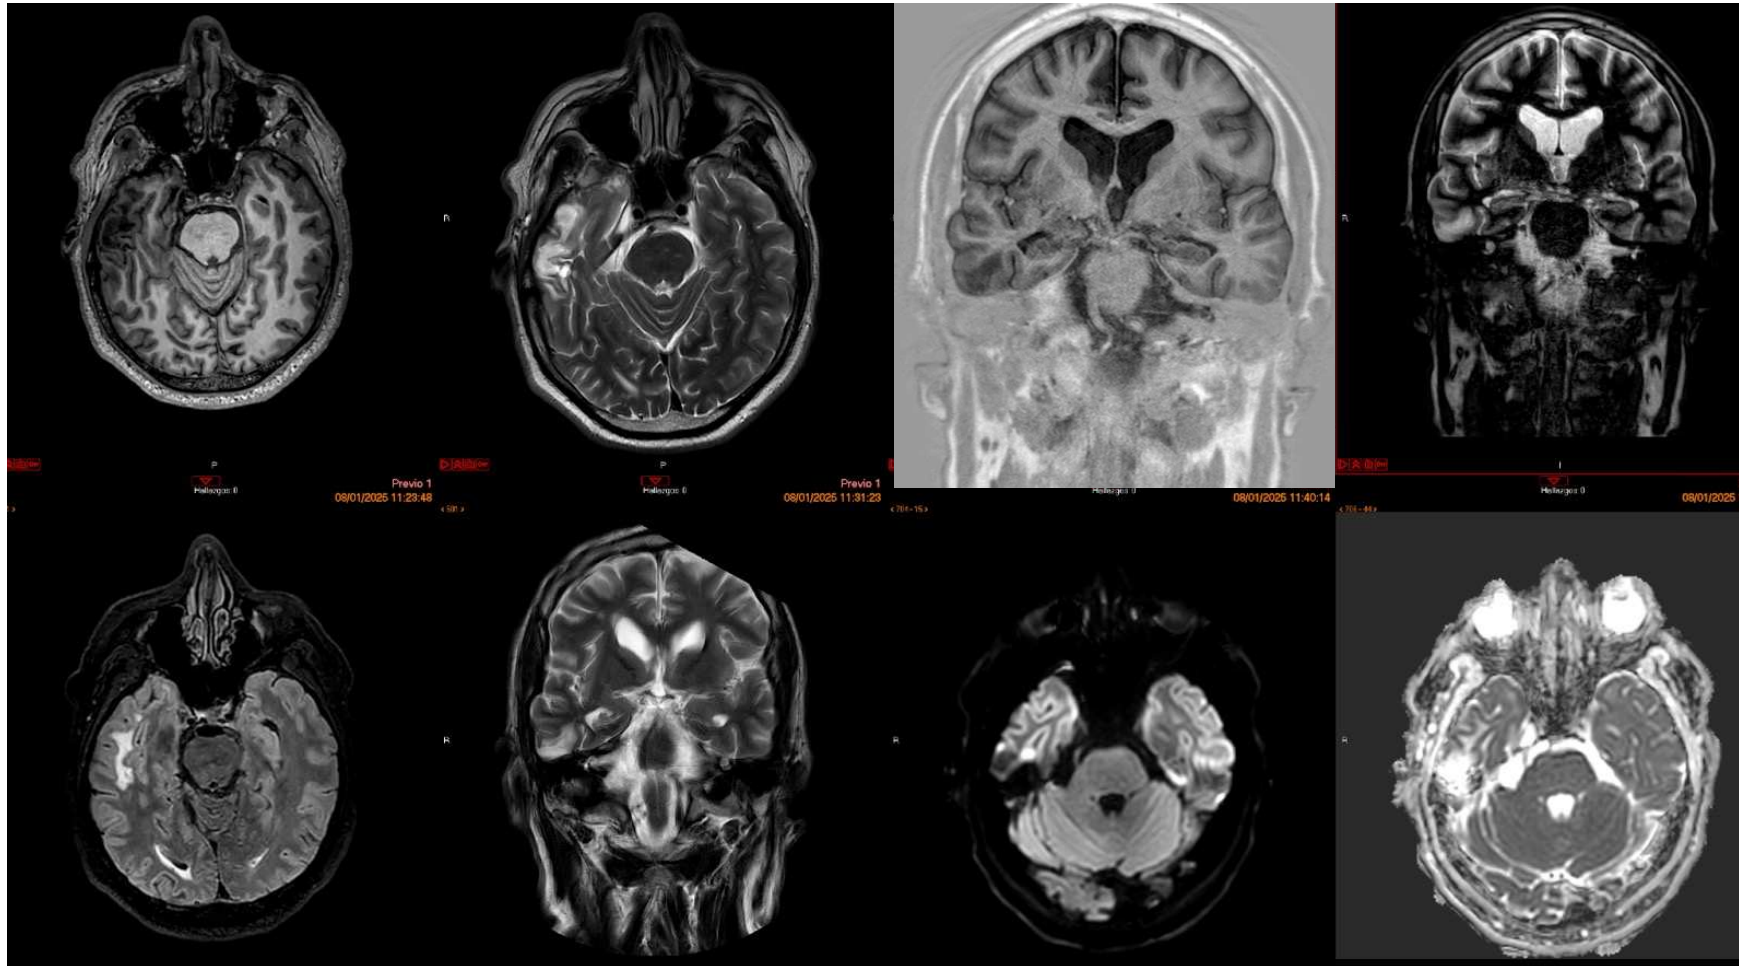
Paciente de 60 años con epilepsia focal por foco contusivo temporal derecho postraumático. En orden de dcha a izqda y de arriba abajo: axial T1, axial T2, coronales T1 IR, FLAIR axial, T2 coronal, b1000 y ADC. Se observa un área encefalomálacica en región subcortical del giro inferior del lóbulo temporal derecho como probable foco epileptógeno.
